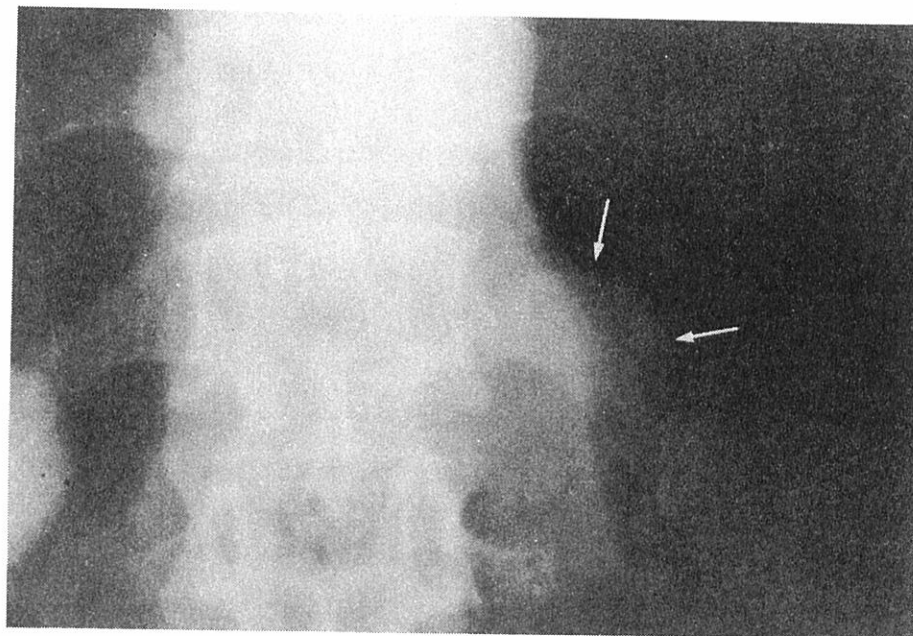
Anteroposterior abdominal radiograph from an oral cholecystogram in 1973 shows widening of the left paraspinal contour (arrows) near the 12th thoracic vertebra.
